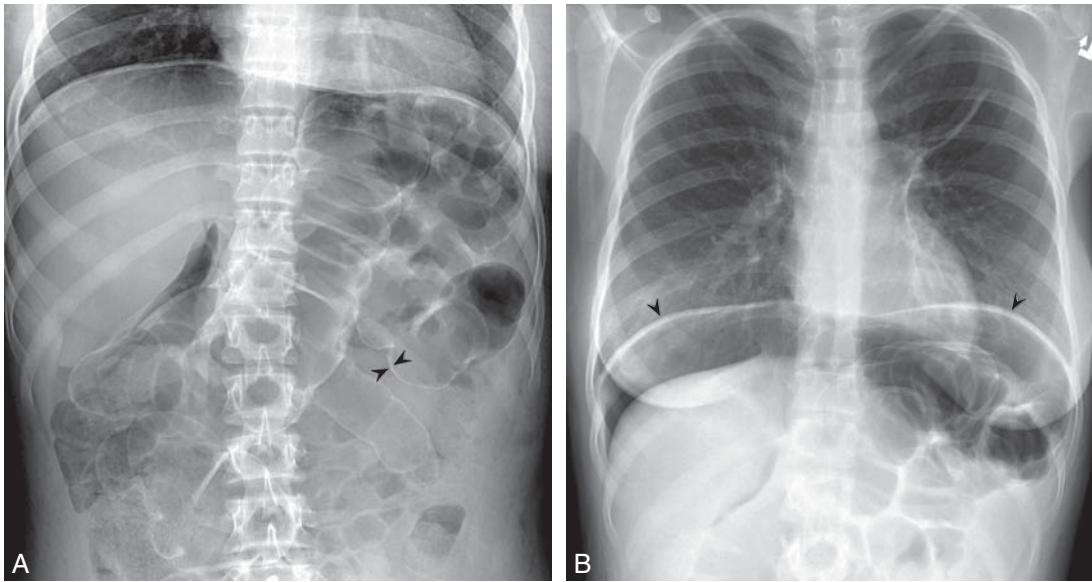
Radiologie conventionnelle d'un pneumopéritoine dû à une perforation colique. A. La radiographie en position couchée met en évidence une clarté anormale entourant plusieurs anses intestinales et le foie. Le signe de la double paroi intestinale ou signe de Rigler (*têtes de flèches*) n'est visible en position couchée que lorsqu'il existe une quantité importante d'air libre intrapéritonéal. B. La radiographie debout centrée sur le diaphragme (*têtes de flèches*) permet de mieux visualiser une grande quantité d'air sous la forme d'une hyperclarté à type de croissant juste sous le diaphragme. Elle est plus sensible pour détecter un pneumopéritoine.
